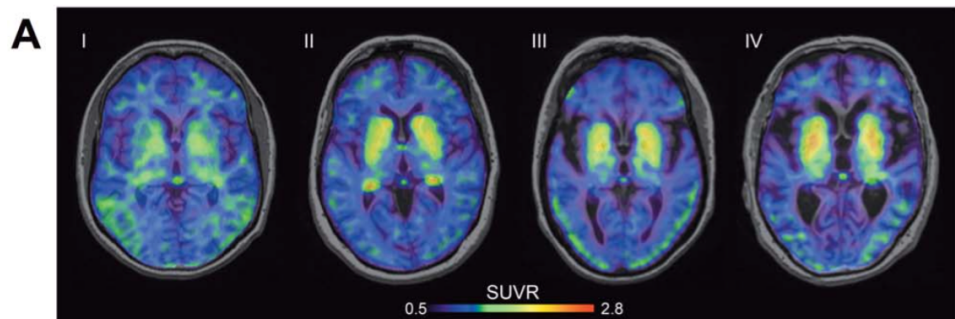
Imagerie Fonctionnelle : PET FDG
